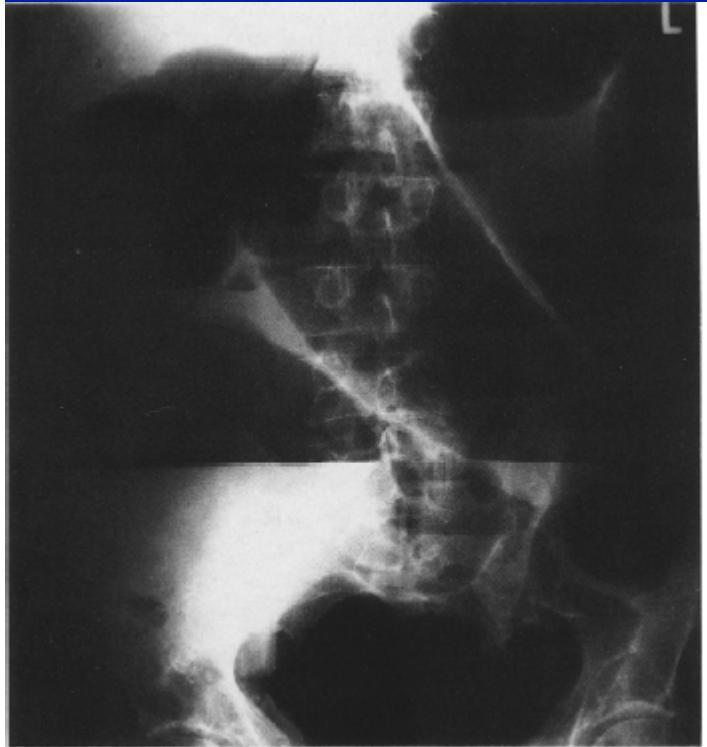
Abdominal X-ray film of acute colonic pseudo-obstruction in a 78-year-old patient with substantial air-fluid levels before colonoscopic decompression
